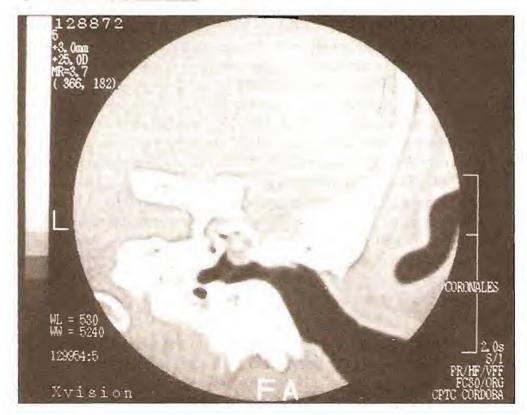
Tomografía computatizada coronal de oído izquierdo con colesteatoma que erosiona piso de fosa media y canal semicircular externo.
